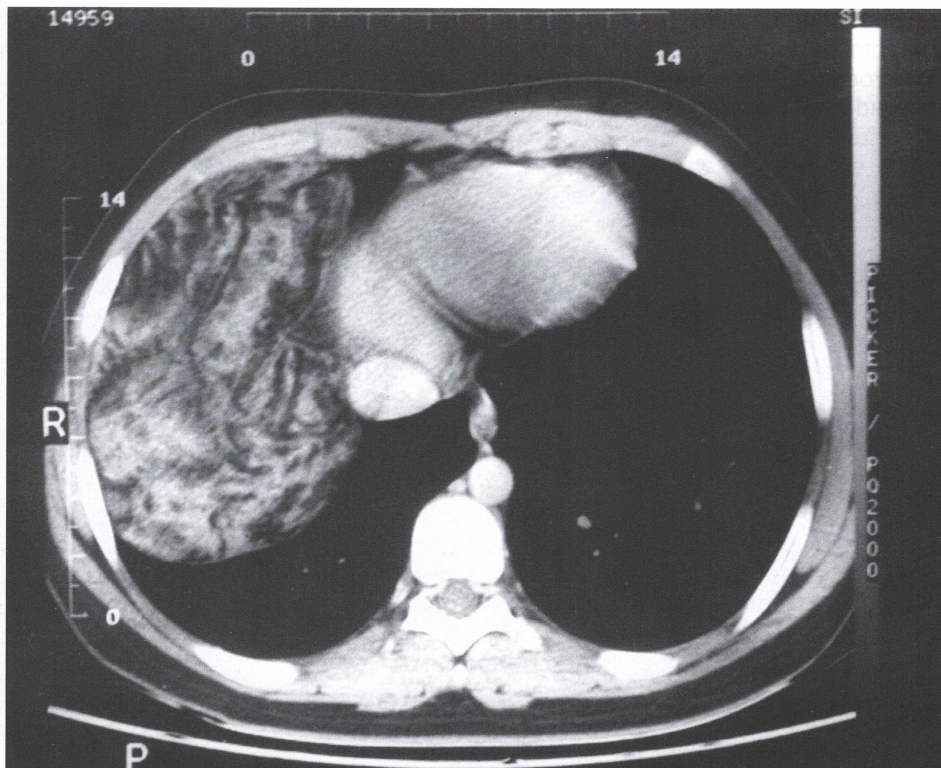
Tomografía tórax, masa aspecto sólido con componente adiposo en hemitórax derecho.
